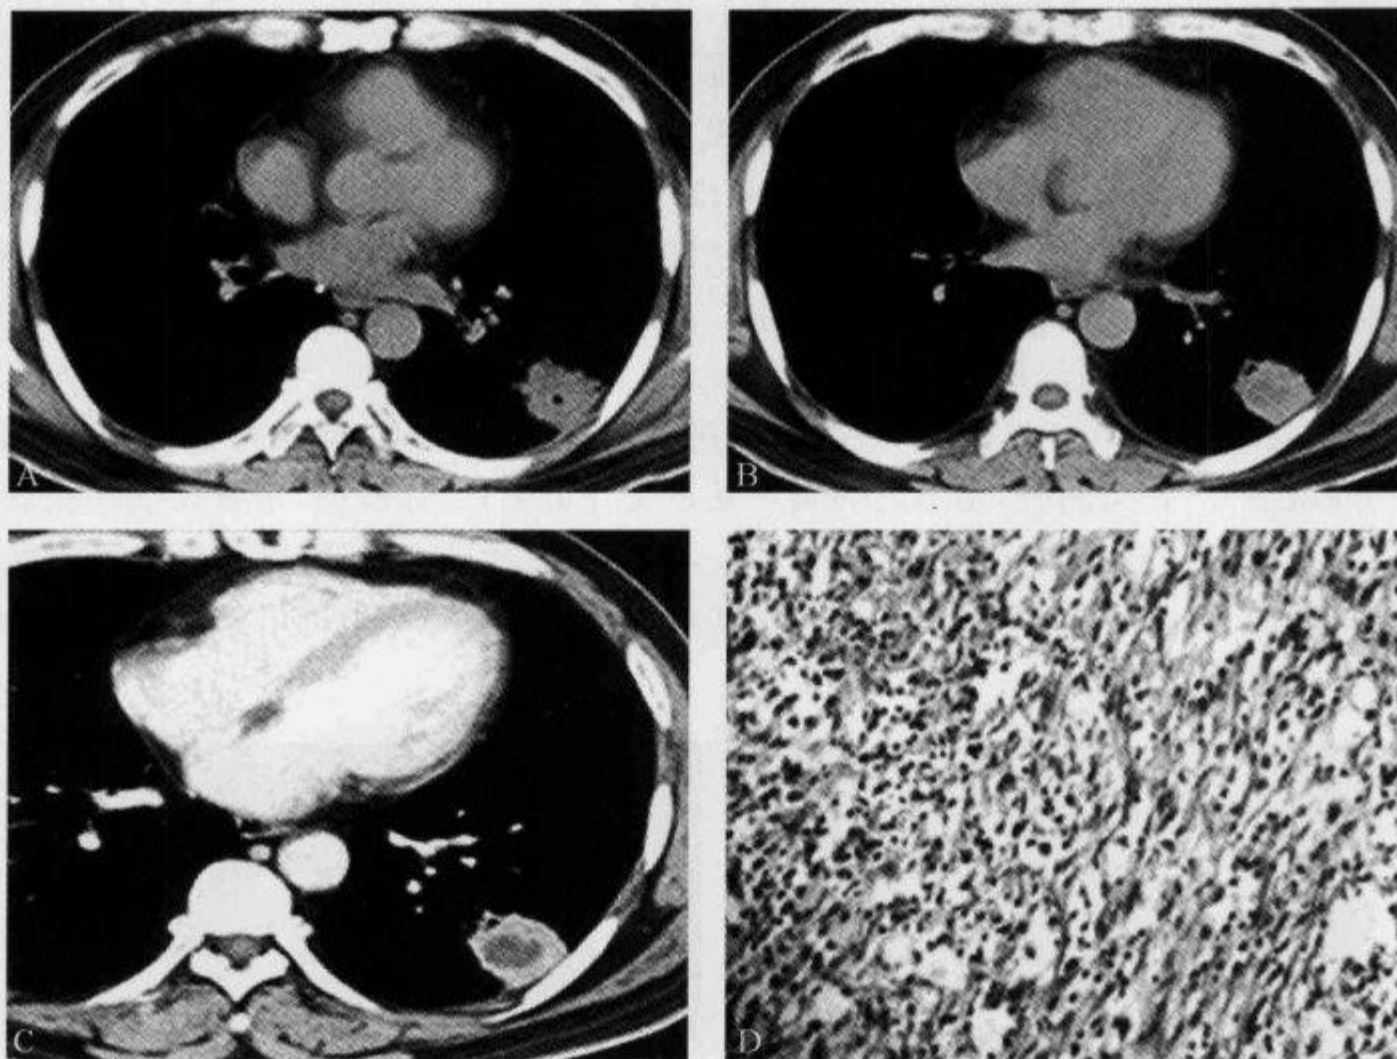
CT 平扫及增强扫描示“平直征”
